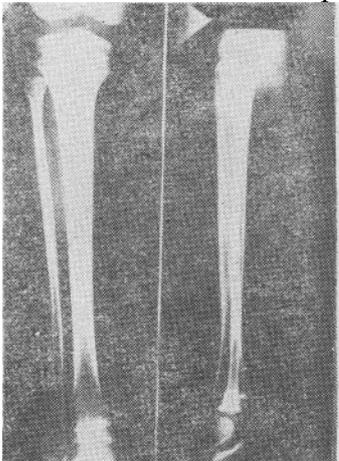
Рентгенограмма правой голени того же больного в двух проекциях.
